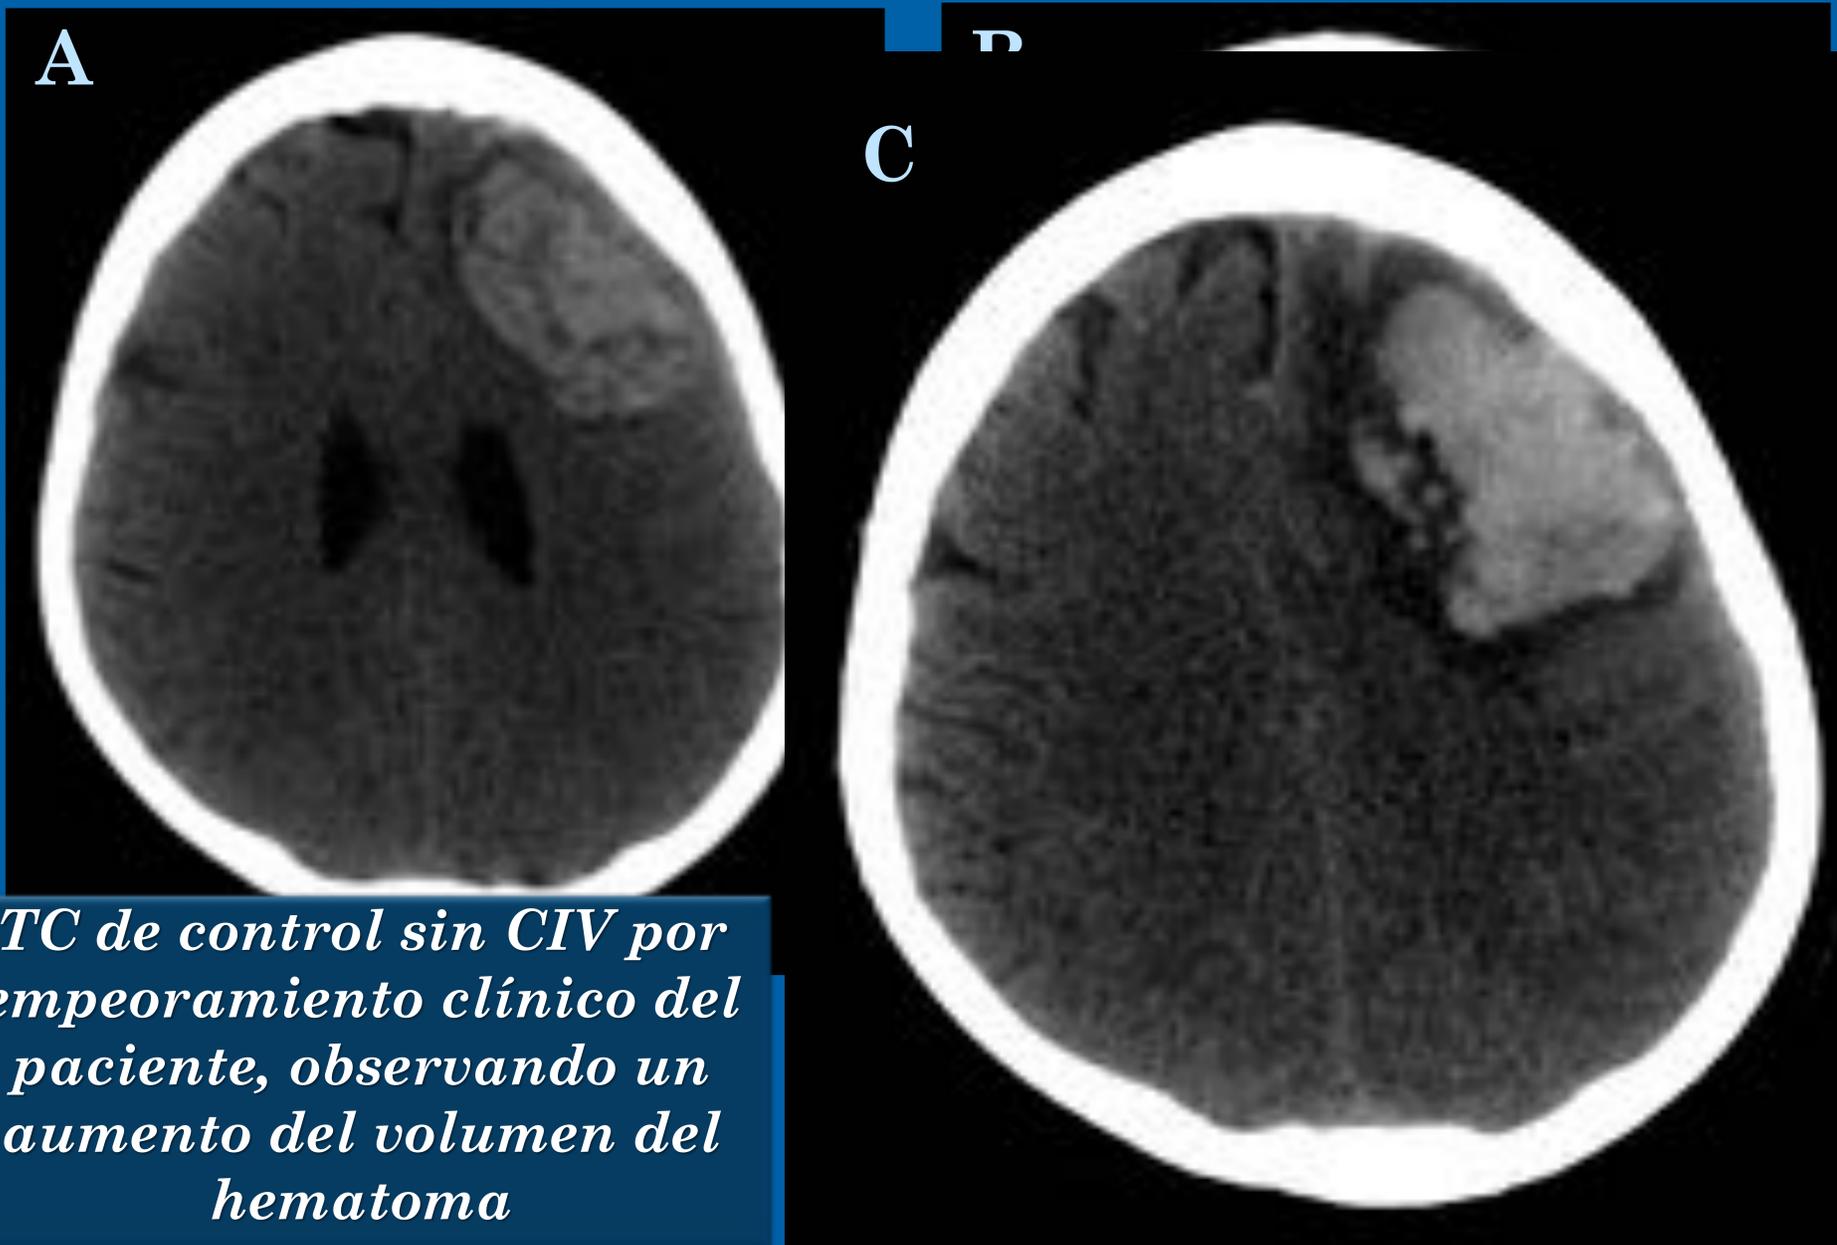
A) TC sin CIV: hematoma en región frontal izquierda. B) TC con CIV: se observa un pequeño foco de realce en el hematoma, este pequeño foco de extravasación del CIV consiste en el “spot-sign” C) TC sin CIV de control a las 24 h se observa un aumento del volumen del hematoma. *Hospital Universitario Insular de Las Palmas de Gran Canaria.*
